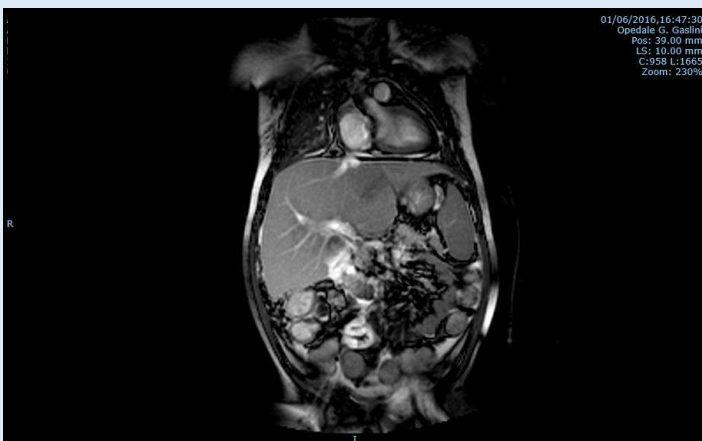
Colangio-RMN in paziente con quadro clinico di "congestive hepatopathy"
